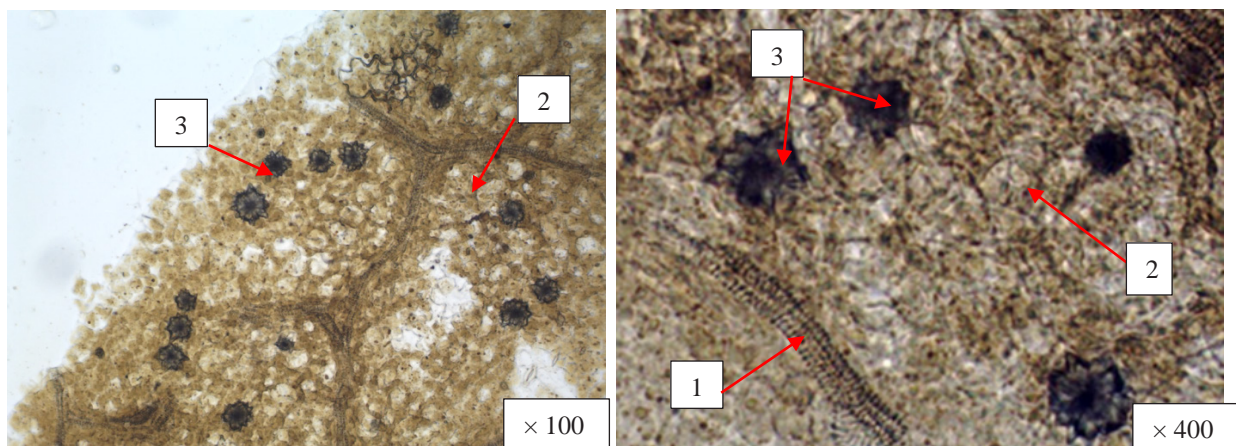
Фрагменти нижньої епідерми листка *Saponaria officinalis* L.: 1 – судини, 2 – мезофіл листка, 3 – друзи кальцію оксалату
